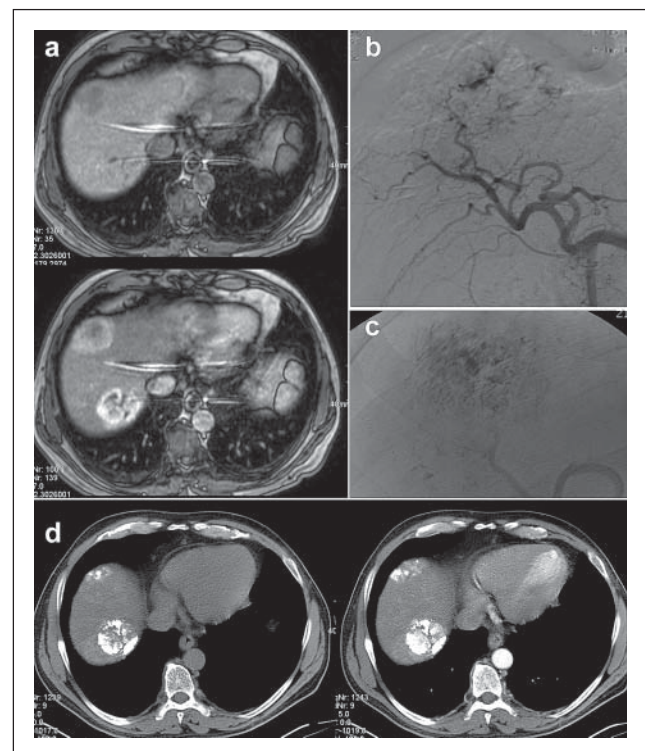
Darstellung des HCC in der MRT nativ und nach Gabe von Gadolinium (a), Übersichtsangiographie mit Darstellung der pathologischen Gefäße (b) und Zustand nach superselektiver Chemoembolisation mit deutlichem Pooling des Lipiodol (c). CT-Kontrolle nach 48 h mit Lipiodol markierten HCC nativ und ohne erkennbare Restperfusion in der arteriellen Phase (d).
